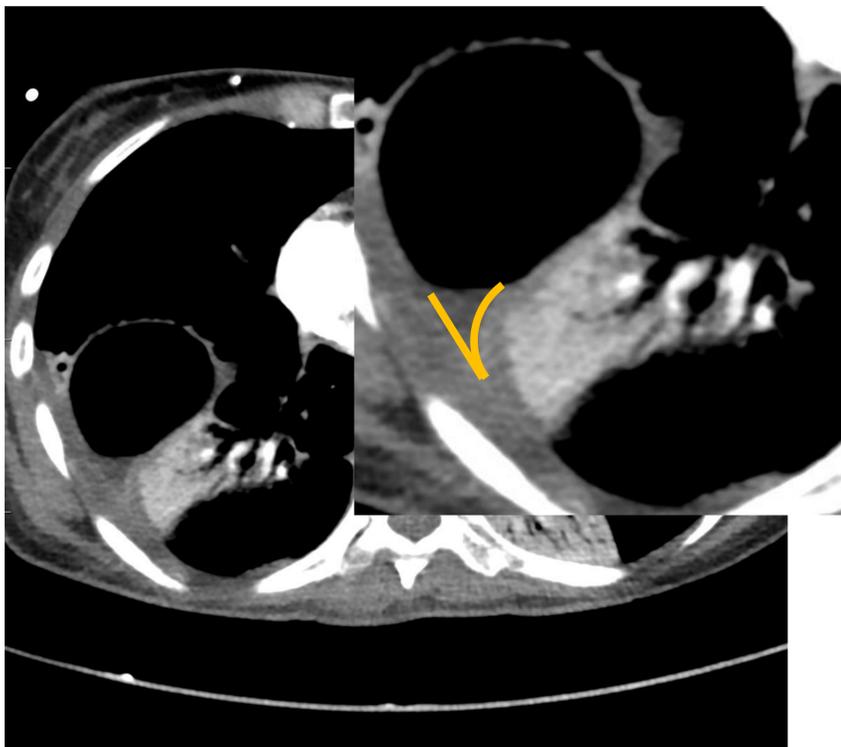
(TC tórax con civ) signo de la pleura dividida.
